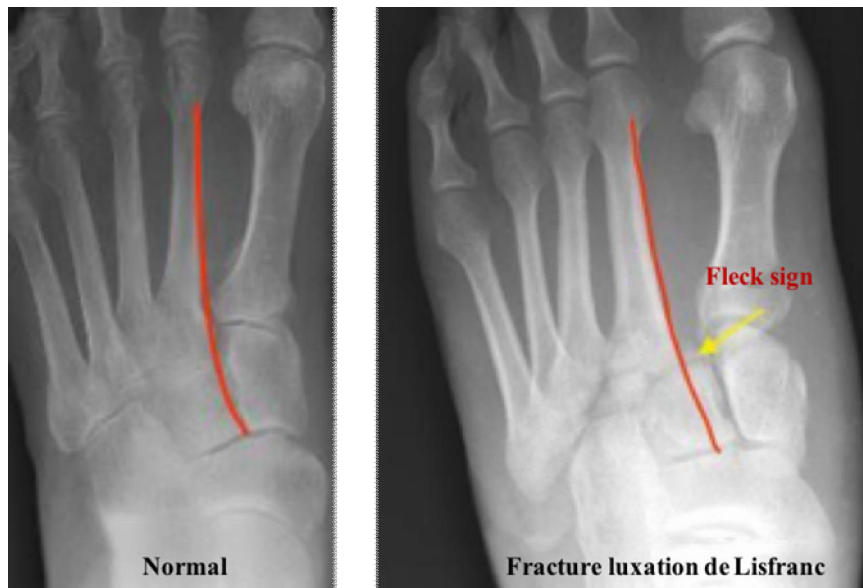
Radiographie standard incidence de face montrant les signes de fracture luxation de Lisfranc :
